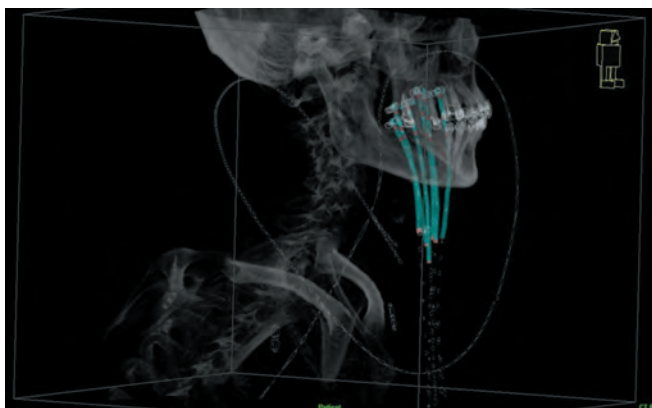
3D-модель, контроль установленных эндостатов посредством мультиспиральной компьютерной томографии
